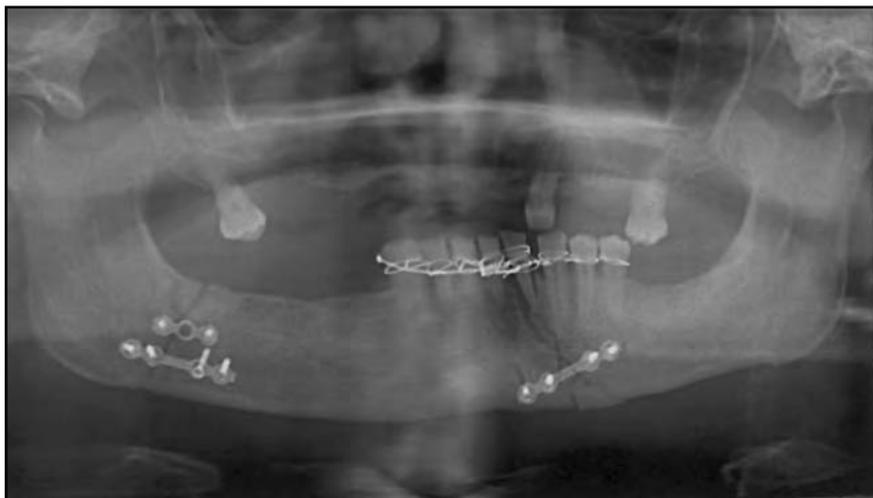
Панорамная рентгенография челюсти пациента К. после хирургического лечения с использованием стандартной шины и мини-пластин
